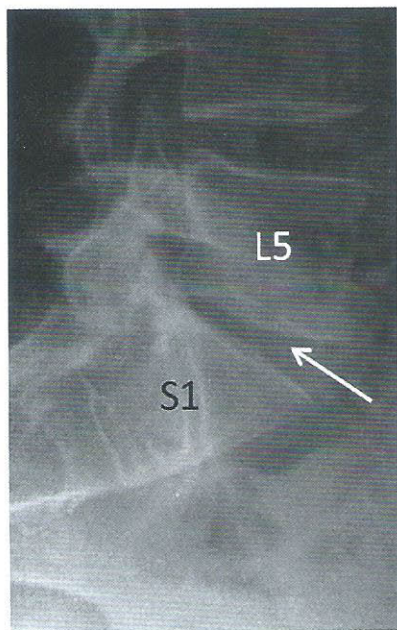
Radiographie du rachis lombaire de profil centrée sur la charnière lombo-sacrée
